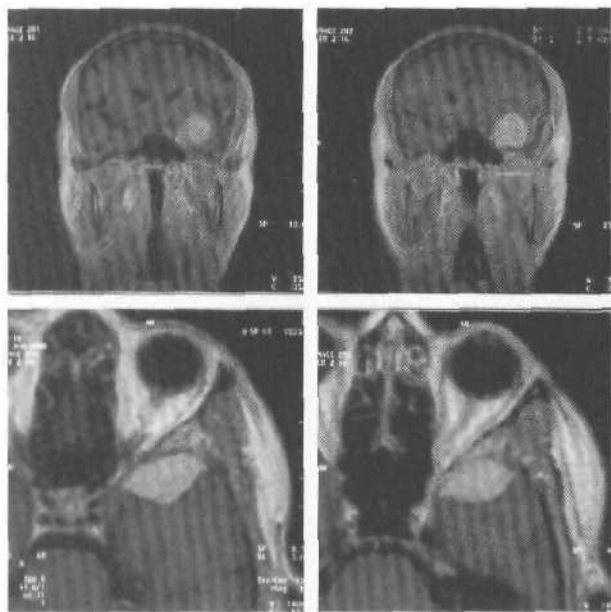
Менингиома средних отделов крыльев основной кости. МРТ, T_1 -взвешенные изображения.
